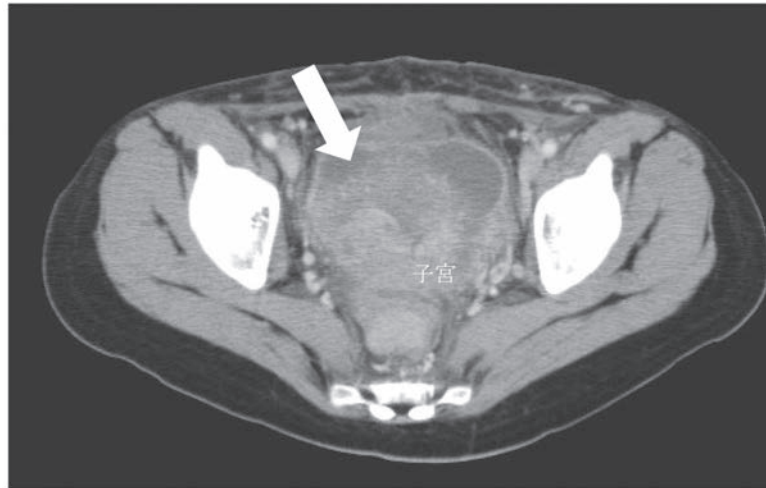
術後8日目の造影CT画像。子宮創の前面に膿瘍と考えられる部分を認める。
